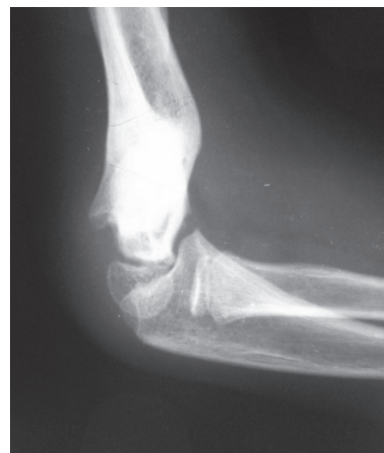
Рентгенограмма левого локтевого сустава больного И., 12 лет; диагноз: разгибательная деформация дистального отдела плечевой кости
